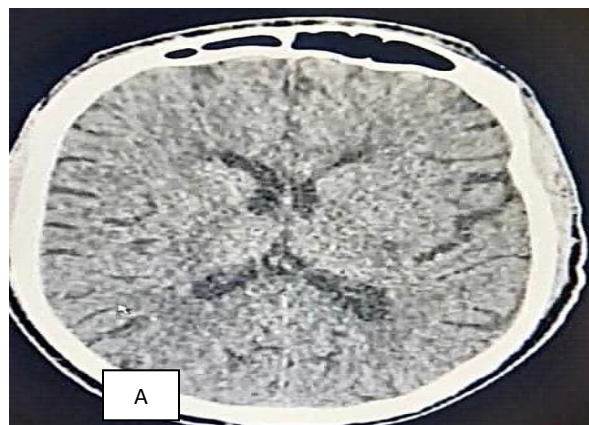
TDM cérébrale normale sans injection coupe axiale (A), Angio-TDM cérébrale coupe axiale (B) et image de reconstruction coronale (C) sans occlusion artérielle objectivées au niveau de polygone de Willis.
